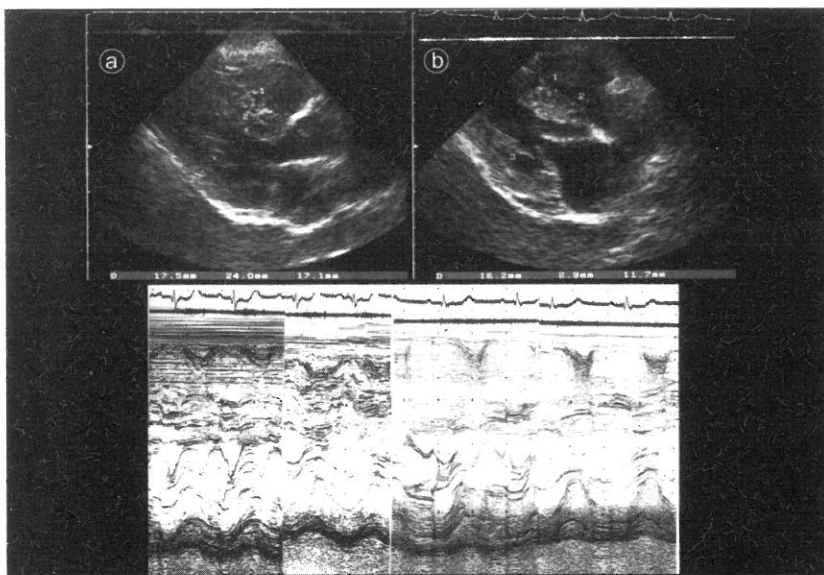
Ultrasound cardiogram a) on admission b) 6 months later. Thinning of anteroseptum and decrease of systolic anterior movement of mitral valve were seen after PTSMA.
